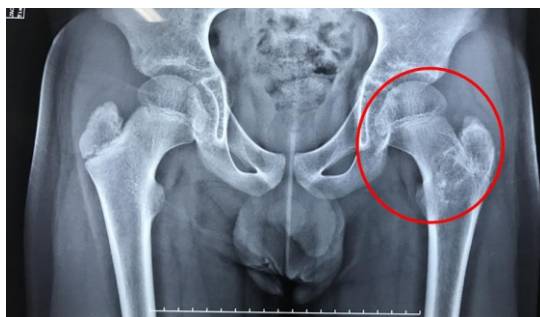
Radiografía de cadera del mismo paciente en el seguimiento post operatorio a cuatro años. Ausencia de quiste y presencia de consolidación ósea. Mayo 2017.
